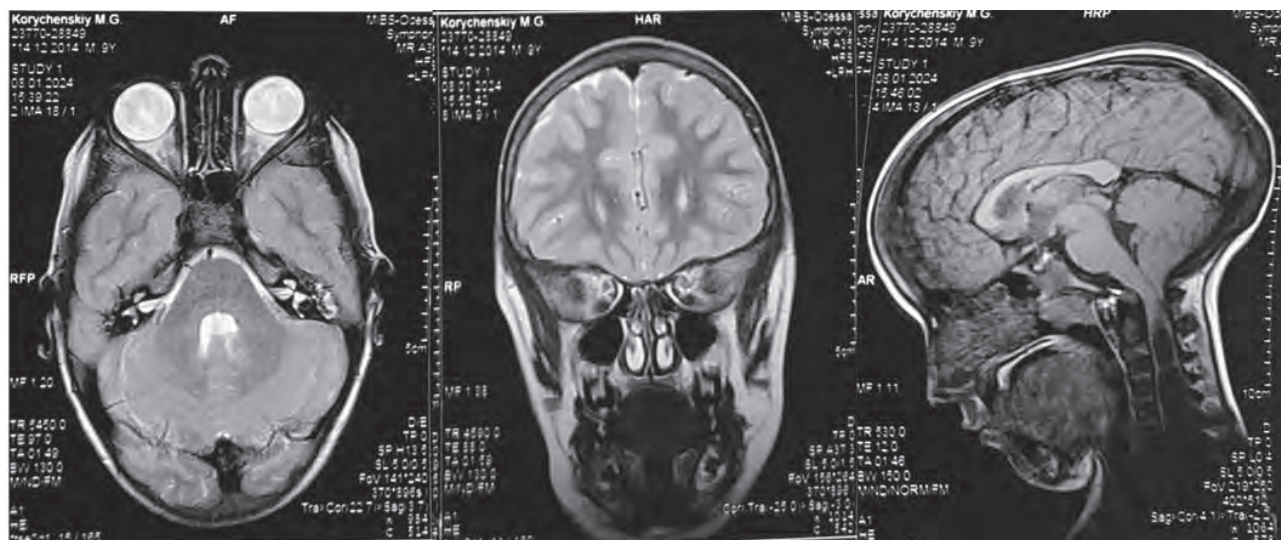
МРТ головного мозку
